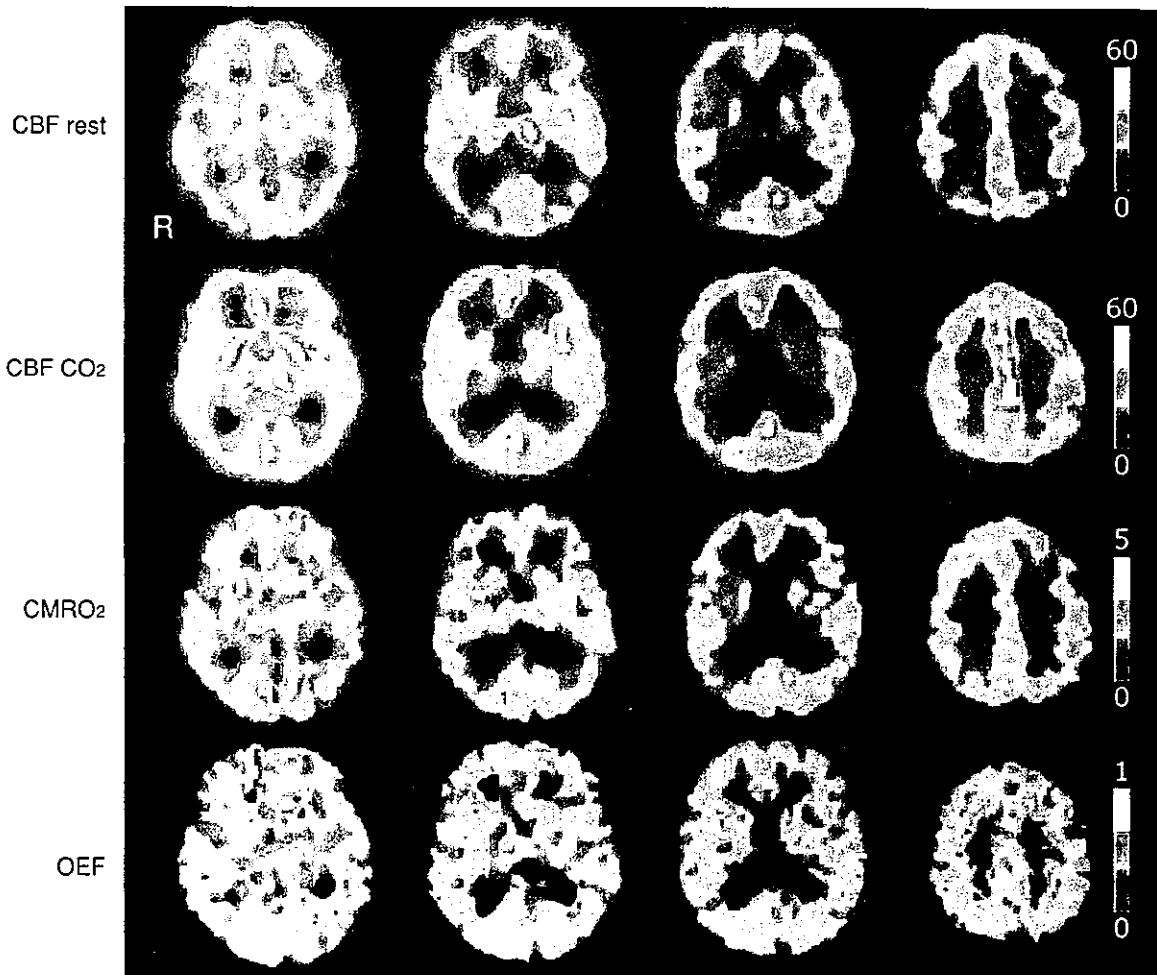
ビンズワンガー型の血管性痴呆と診断された78歳、女性のPET像所見
